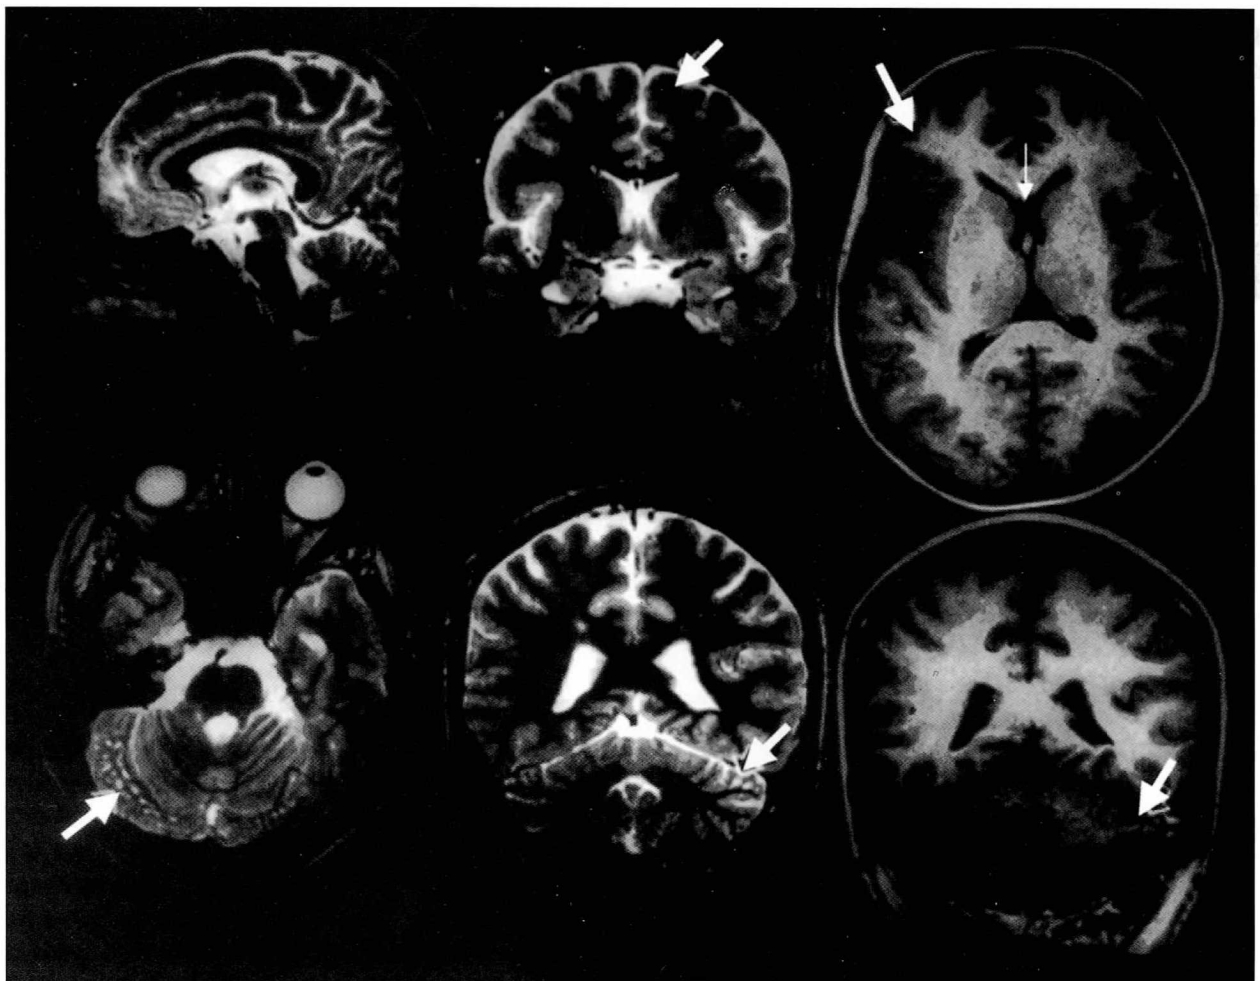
Brain MRI findings of case 4. Note polymicrogyria in frontal region, wide cavum septi pellucidum and cerebellar cystic lesions (arrowed).
